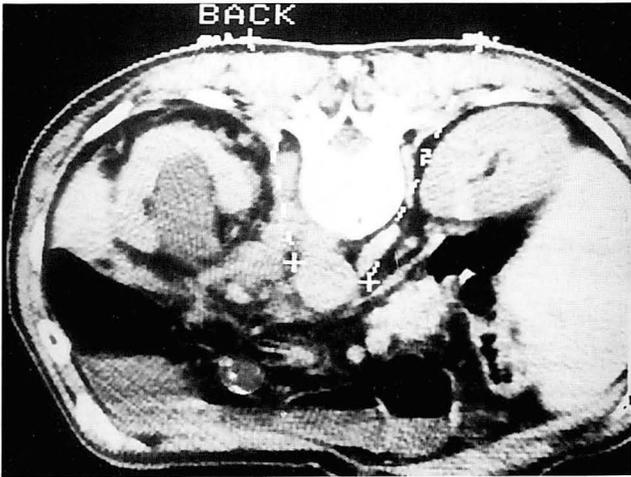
CT shows extensive paraaortic lymphadenopathy and liver metastasis in colon cancer patient. Ganglion block failed to relieve the intractable abdominal pain.
